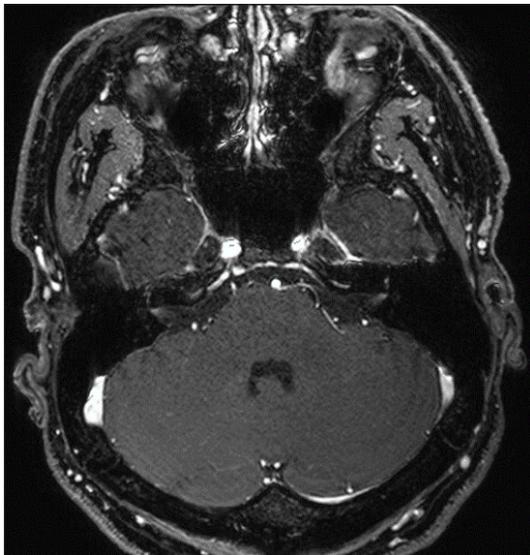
Brain MRI of patient in case 1 on 5th day of bilateral facial palsy; T1-weighted images with axial sections through the internal auditory canal. Gadolinium enhancement of labyrinthine and intracanalicular segments of both right and left facial nerves (arrows).
